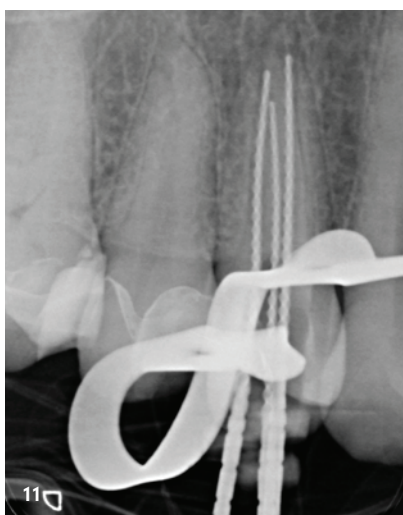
Kontrolle der vollständigen Entfernung des zuvor eingebrachten Wurzelfüllmaterials. – Abb. 11: Röntgenkontrastaufnahme (db+mb konfluieren auf den letzten 1,5 mm).
